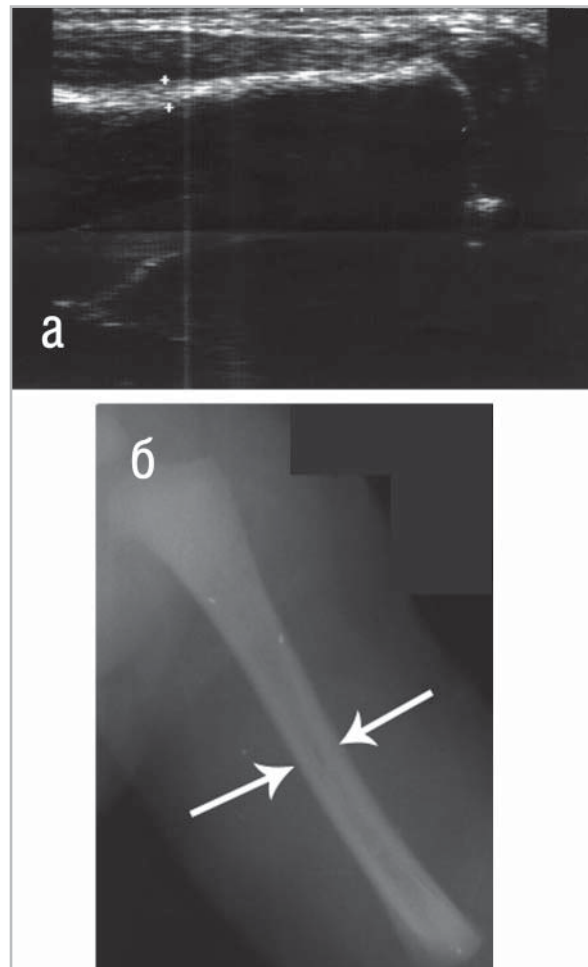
Эхограмма правой плечевой кости (а) ребенка 15 дней (продольное сканирование). Утолщение кортикального слоя с неровностью контура и неоднородностью его структуры (метки). Рентгенограмма правой плечевой кости (б) этого же ребенка. Утолщение кортикального слоя и сужение костно-мозгового канала (указано стрелками)
